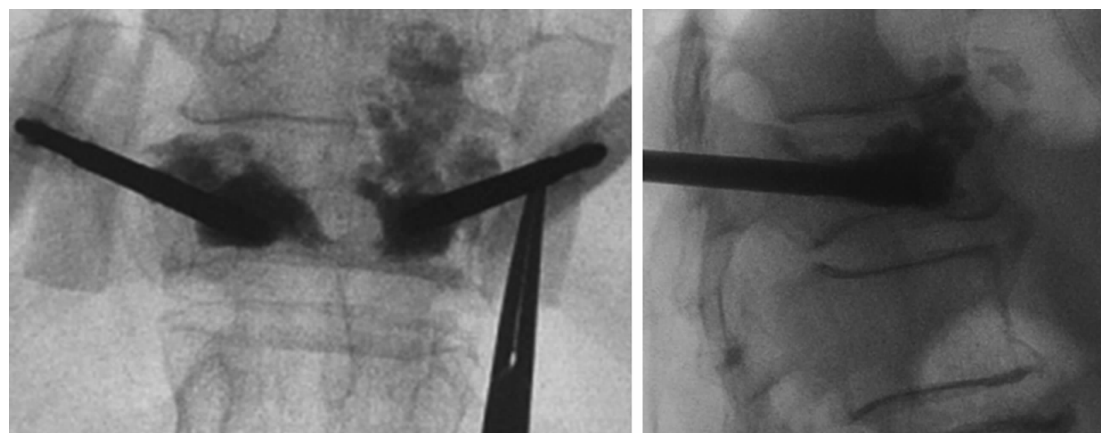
T<sub>12</sub>椎体骨质疏松性压缩骨折椎体后凸成形术中正侧位X线片
